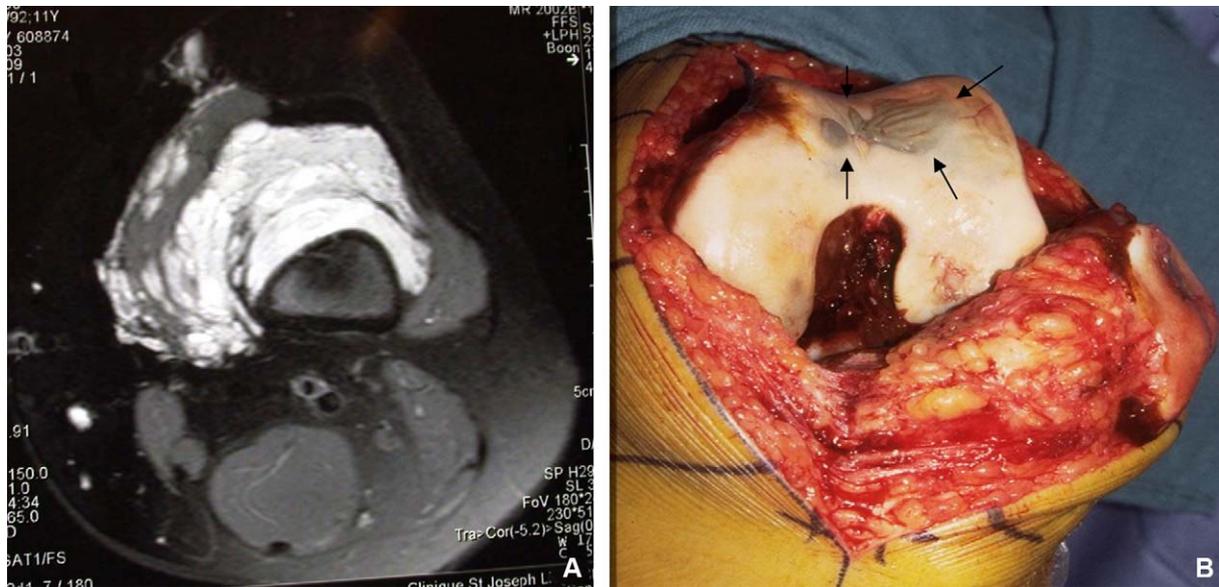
MV intra-articulaire du genou confirmée par IRM (A) et à l'origine de plusieurs épisodes d'hémarthrose douloureuse avec blocage du genou. B : vue peropératoire montrant la dégénérescence du cartilage (→) chez cette jeune fille de 11 ans.
